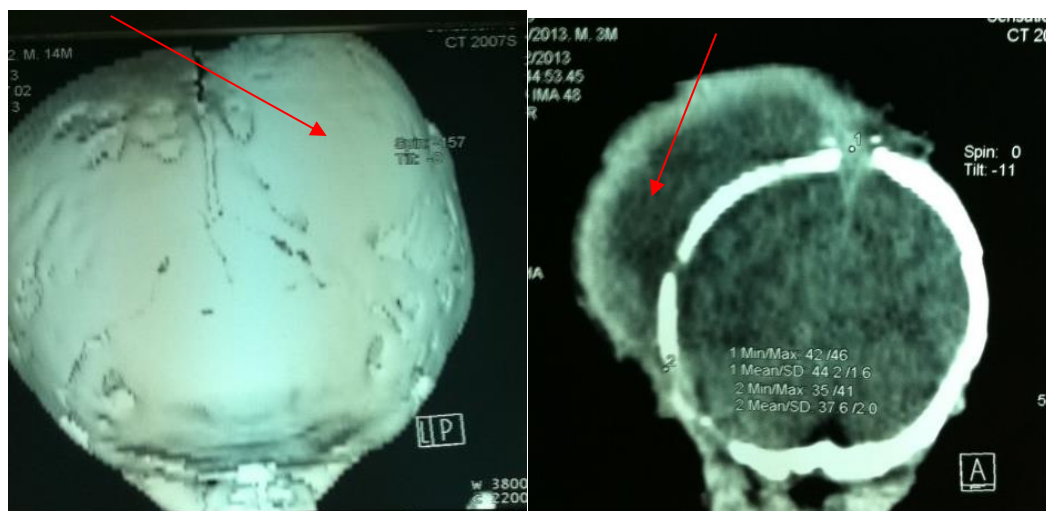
КТ головного мозга больного Г., 12 мес., и/б. 238/146 с диагнозом окостеневшая кефалогематома в теменной области справа больших размеров (110 мл)
